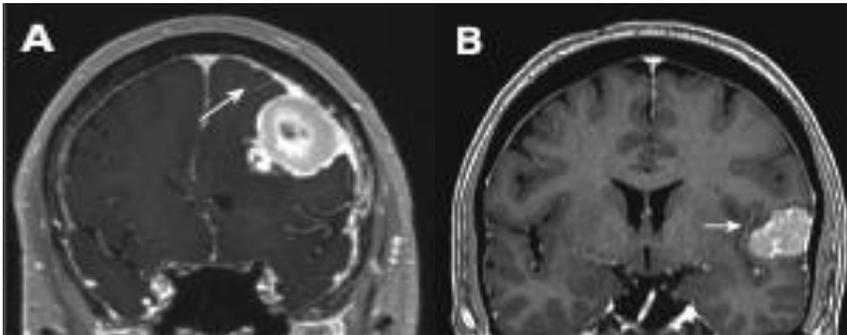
Ejemplos de meningiomas por resonancia magnética, T1 con gadolinio. A coronal: Meningioma de la convexidad frontal izquierda (flecha indicando signo de la cola dural); B coronal: Meningioma de la convexidad temporal izquierda.
